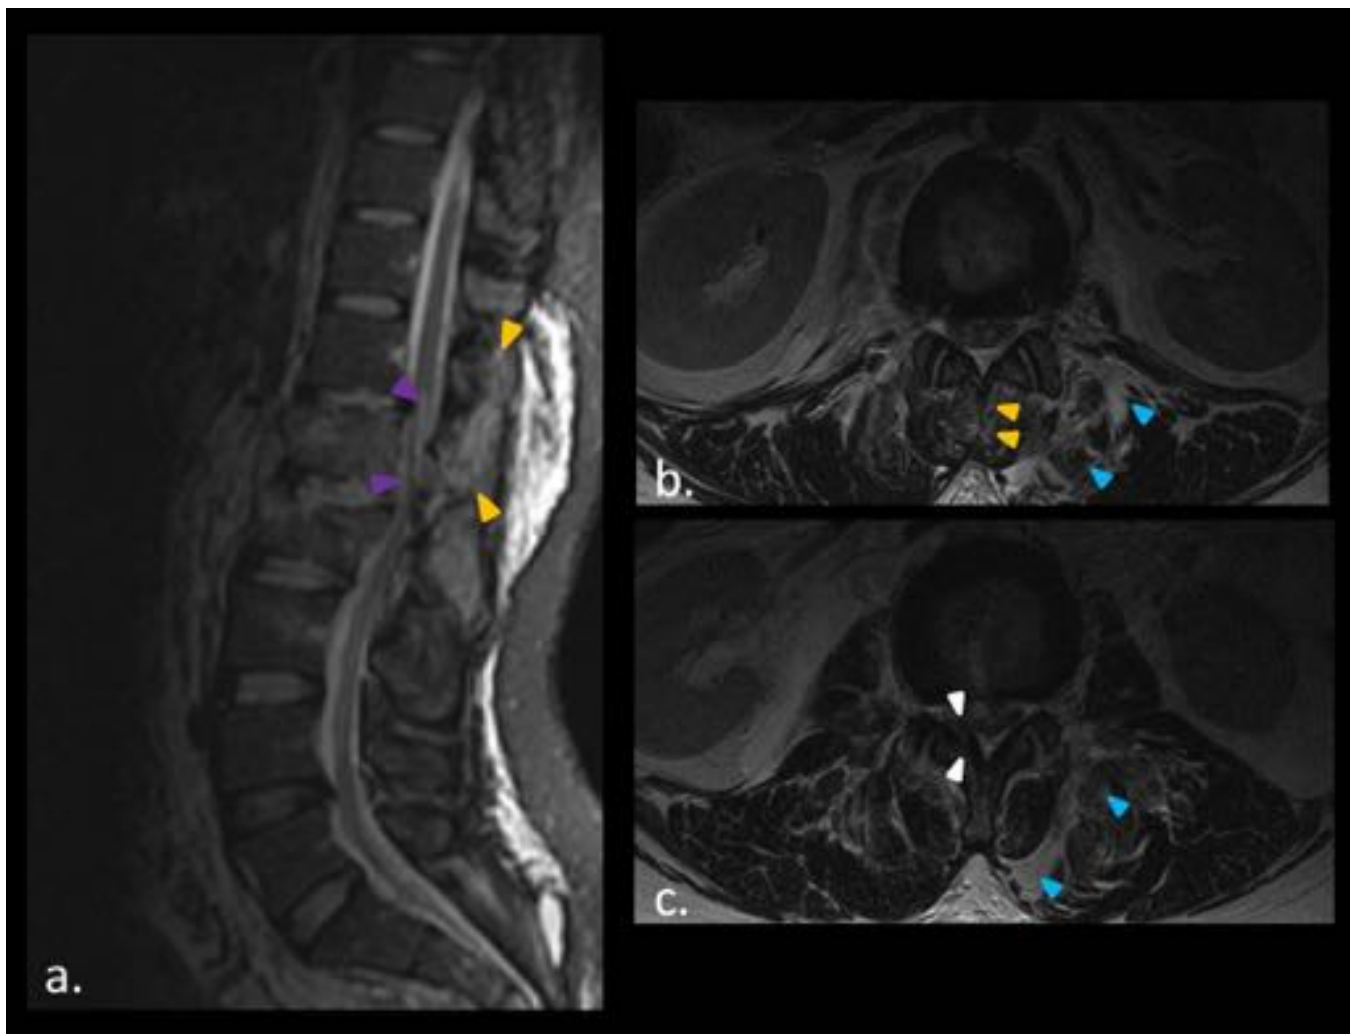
RM con secuencias sagital STIR (a) y axiales T2 (b,c) del mismo paciente politraumatizado en la figura 11. Se identifica disrupción del ligamento interespinoso (puntas de flecha amarillas) y ligamento amarillo (puntas de flecha blancas). Signos de mielopatía (puntas de flecha moradas). Edema de partes blandas paravertebrales (puntas de flecha azules). TLICS: M (2) + CLP (3) + E.N (2): > 4 puntos, tratamiento quirúrgico.
